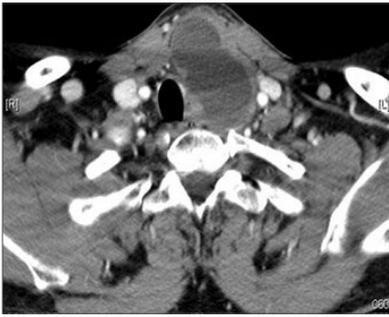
Tomografía axial computerizada (TAC) cervical en su plano axial. Masa quística en línea media cervical anterior en contacto con LTI, con pared gruesa, contenido de baja densidad y polo sólido en pared posterior de 15 mm. Adenopatías subcentrímeticas bilaterales. Hallazgos subjetivos de quiste del conducto tirogloso.
